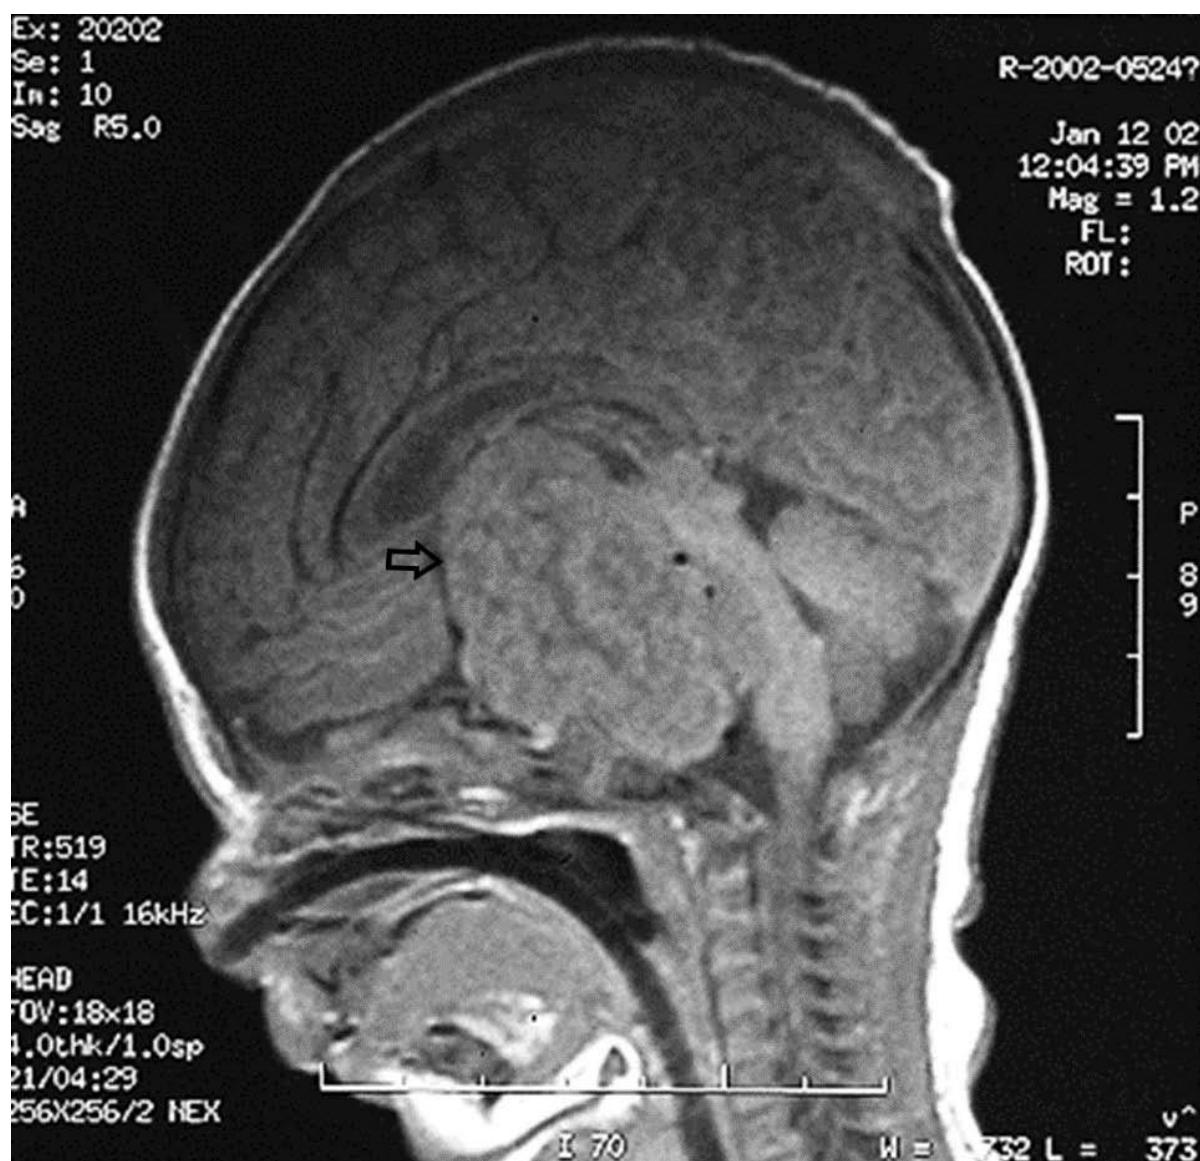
Cliché d'IRM montrant un Hamartome hypothalamique de 4x3x3 cm [106].
